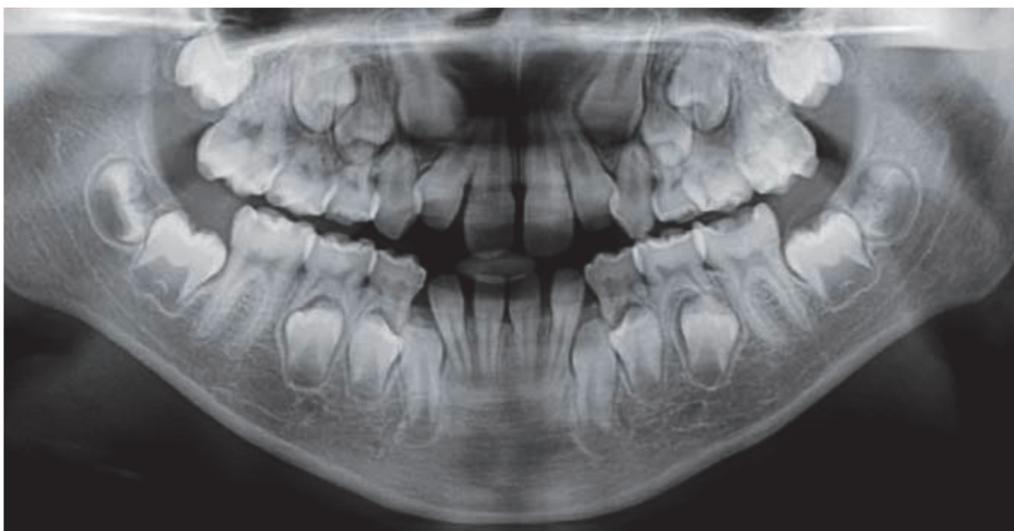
radiographie panoramique présentant le signe de Quintero
